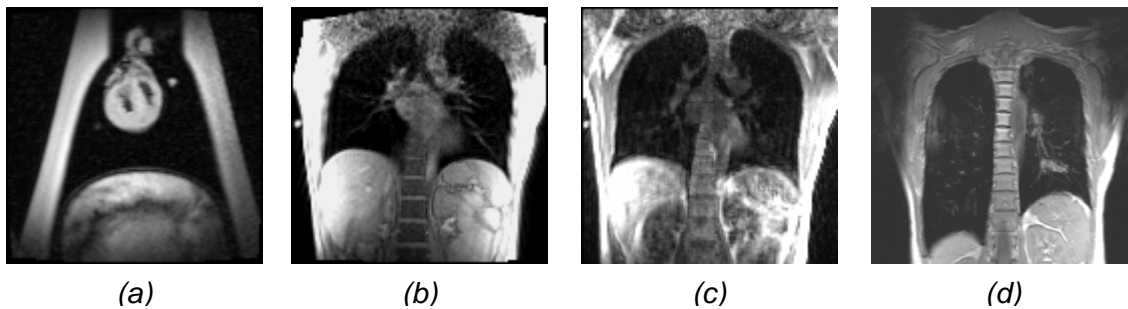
Vergleich verschiedener, mit unterschiedlichen MRT-Sequenzen abgebildeter Objekte: Schweinelungenphantom in 2D FLASH (a), Proband in 2D FLASH (b) und 3D TREAT (c), Patient mit Tumor (im Bild rechts oberhalb des Zwerchfells) in 2D FLASH mit Atemanhalt in tiefer Inspiration (d).
